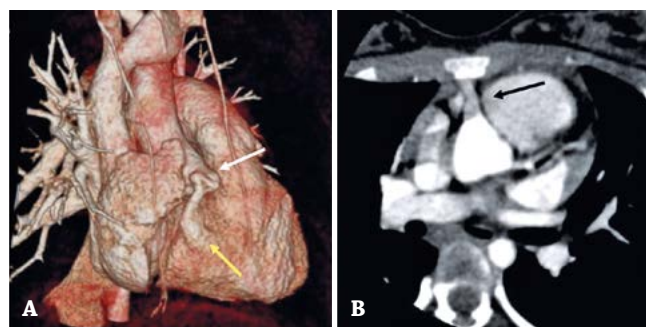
Angiotomografia coronária com reconstrução tridimensional e no plano axial. (A) Origem do vaso anômalo (seta branca) e sua provável desembocadura no ventrículo direito (seta amarela). (B) Dilatação da artéria coronária direita, com trajeto tortuoso proximal (seta preta).
